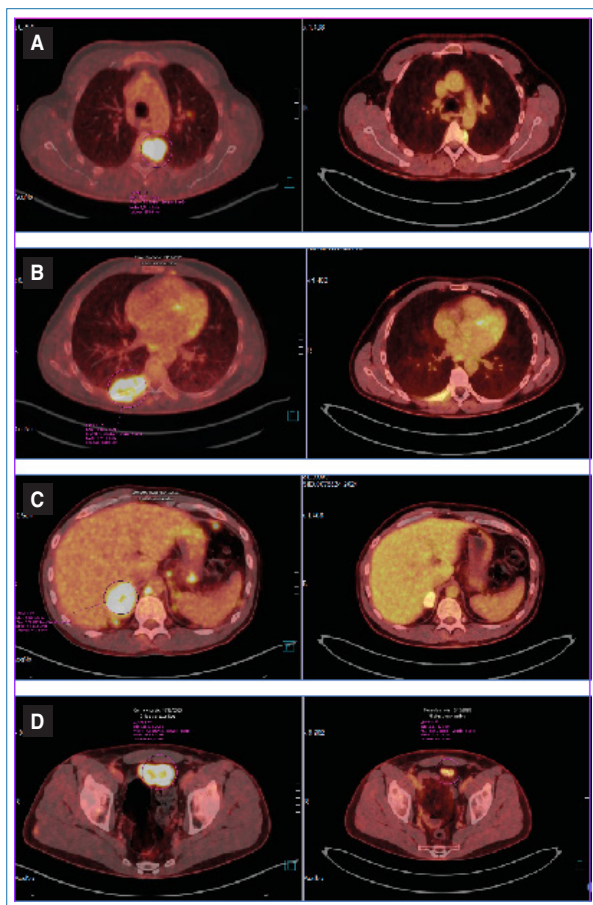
A-D: cortes de PET-TC inicial (izquierda) y de PET-TC de primera reevaluación (derecha).
